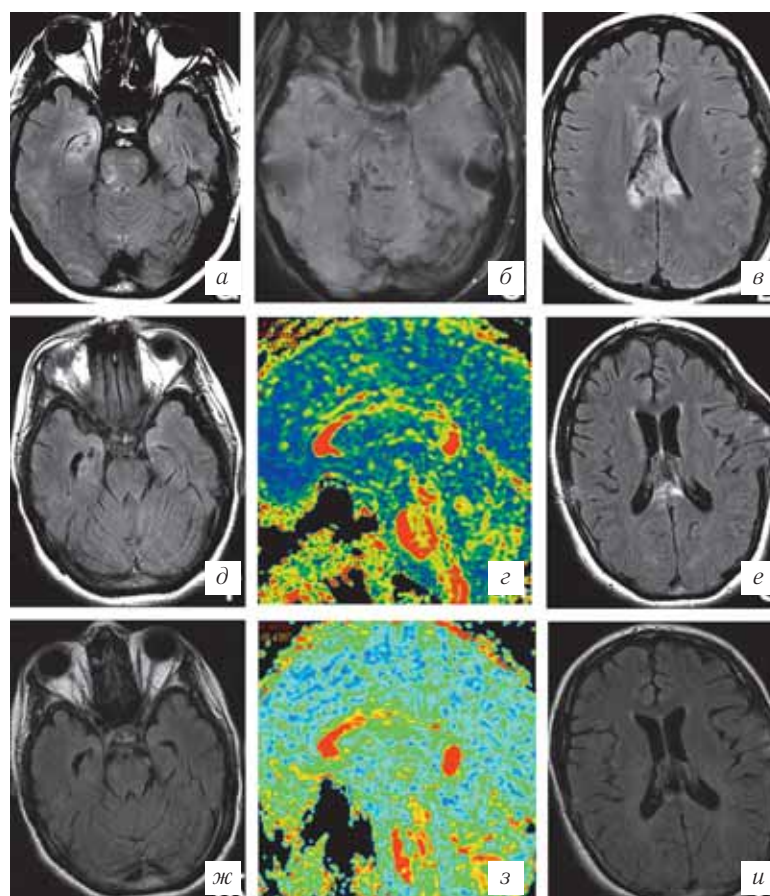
МРТ пациентки 22 лет с ДАП и неблагоприятным исходом (тяжелая инвалидизация, тетрапарез). При первом исследовании на 4-е сутки после травмы в режиме T2-FLAIR (а, в), SWAN (б) определяются очаги повреждения на уровне мозолистого тела, моста и среднего мозга. При втором МРТ-исследовании на 33-и сутки (T2-FLAIR (д, е), карта фракционной анизотропии в сагиттальной проекции (д)) и третьем исследовании через 4 месяца (T2-FLAIR — ж, и, карта ФА — з) выявляются атрофические изменения больших полушарий, ствола и мозолистого тела.
